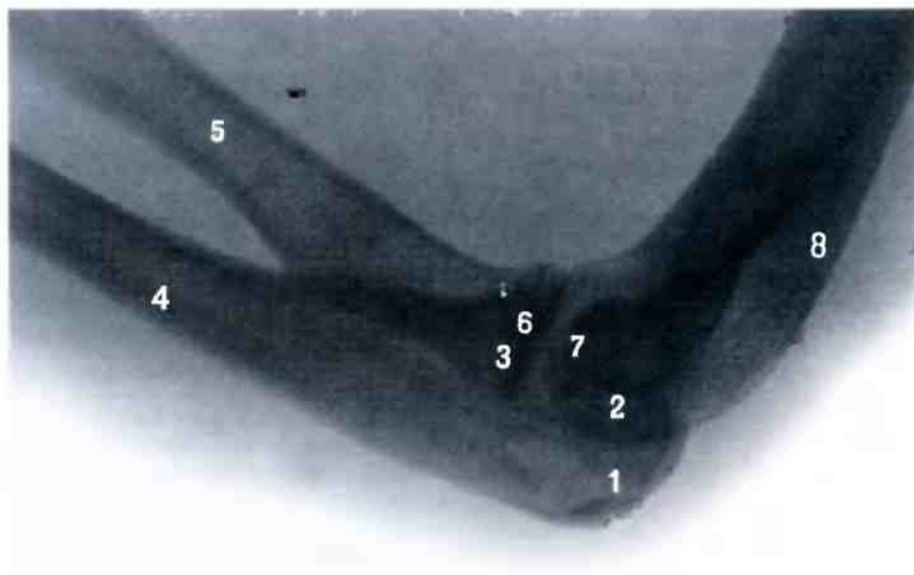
Локтевой сустав, правый (рентгенограмма). (Локтевой сустав в состоянии сгибания.)
